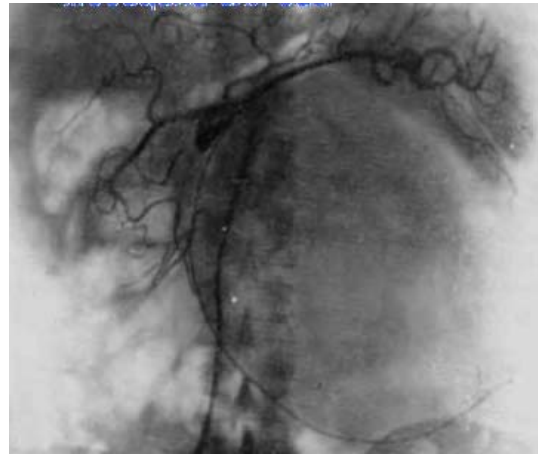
А: КТ брюшной полости (большая киста в области хвоста ПЖ); Б – селективная ангиография (объемное бессосудистое образование области головки ПЖ)
